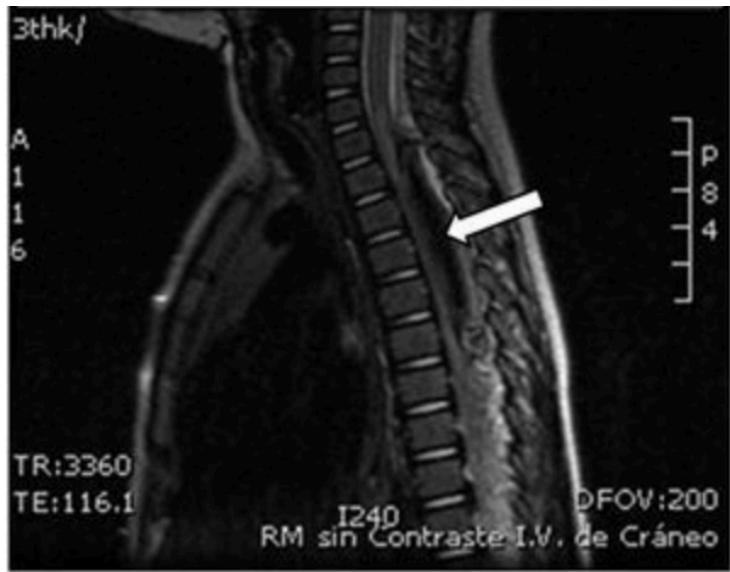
RM sagital de columna torácica con hiperseñal intramedular por compresión medular aguda (flecha).
